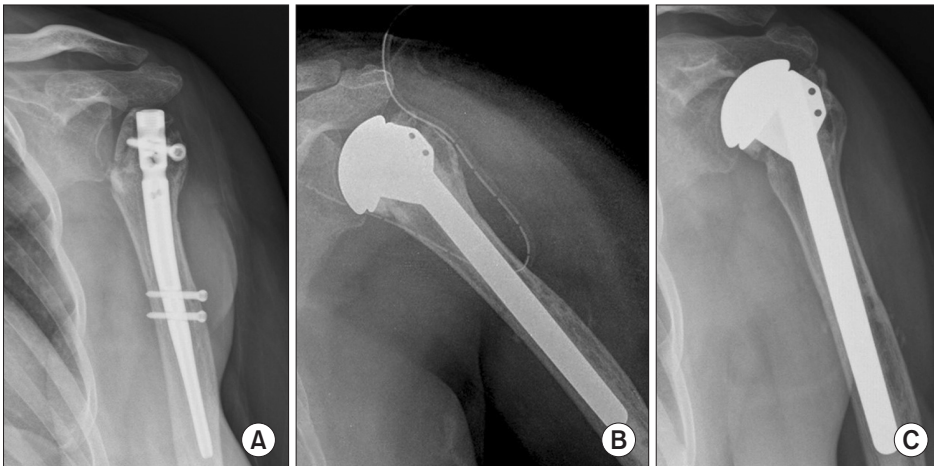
(A) One year after a closed reduction and internal fixation with an intramedullary nailing (type 1 cephalic necrosis). (B) Hemiarthroplasty. (C) One year after an operation X-ray and forward elevation 140°.
